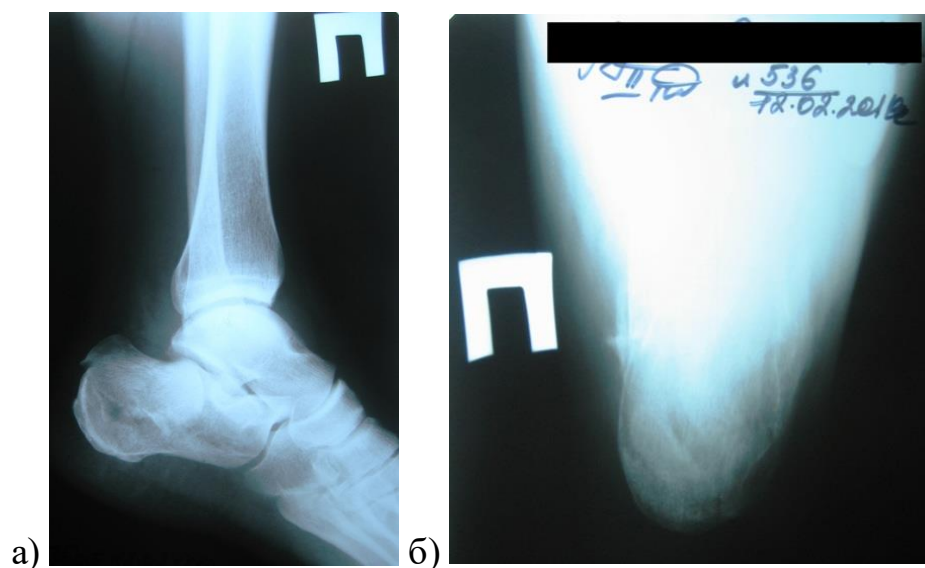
Рентгенограмма правой пяточной кости пациента С., 47-ми лет при поступлении: а) боковая проекция, б) аксиальная проекция
